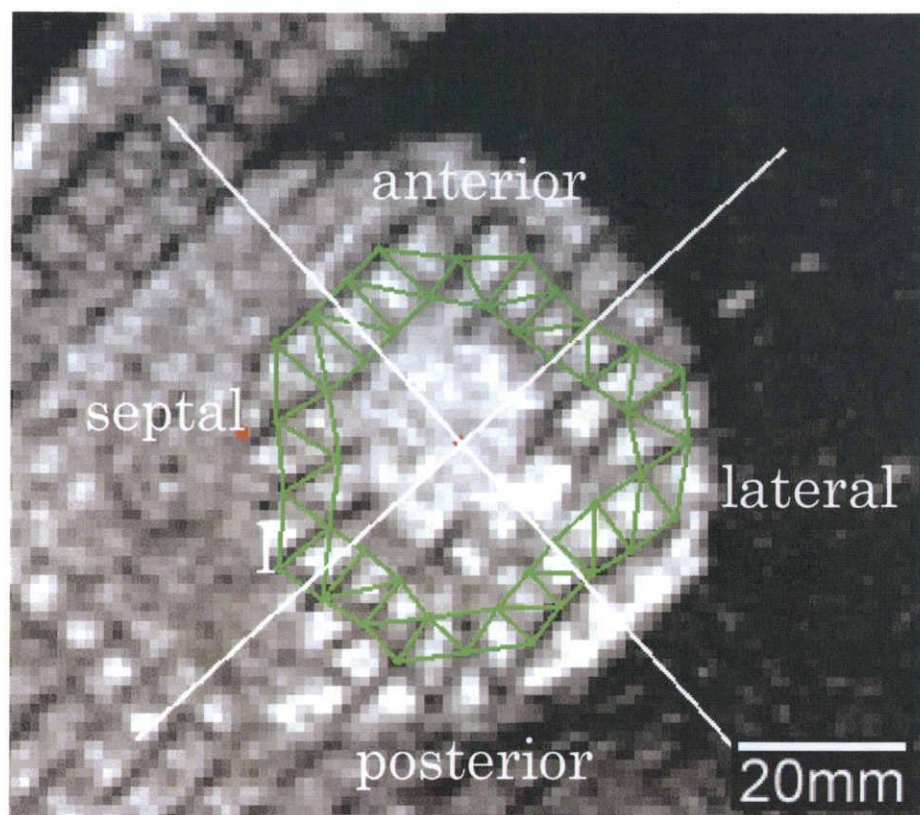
MRI の tagging 法による解析画像
